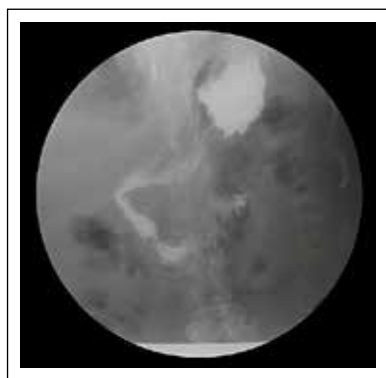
Radiografía de vías digestivas altas del caso descrito en donde se evidencia permeabilidad del stent.
